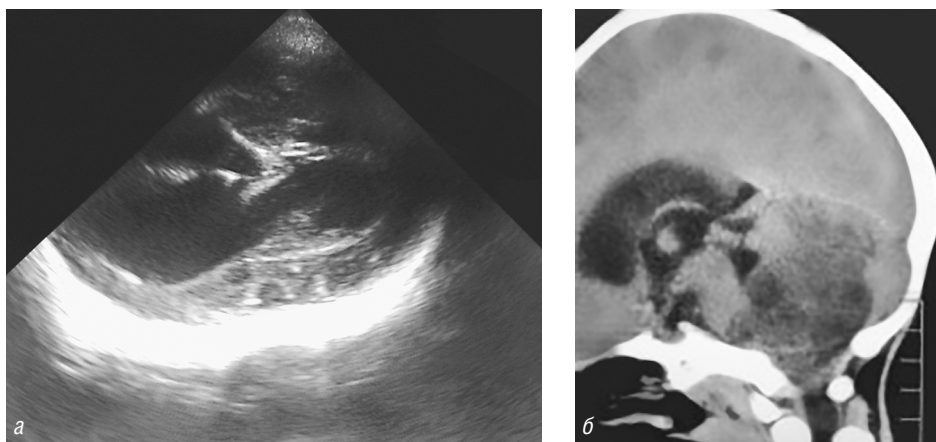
Фрагменты изображения головного мозга девочки Н.Е., 3 года 4 месяца: *a* — транскраниальная ультразвукография, режим TH_2 , расширение боковых желудочков; *b* — компьютерная томография, больших размеров опухоль червя мозжечка с блокадой путей ликворотока
